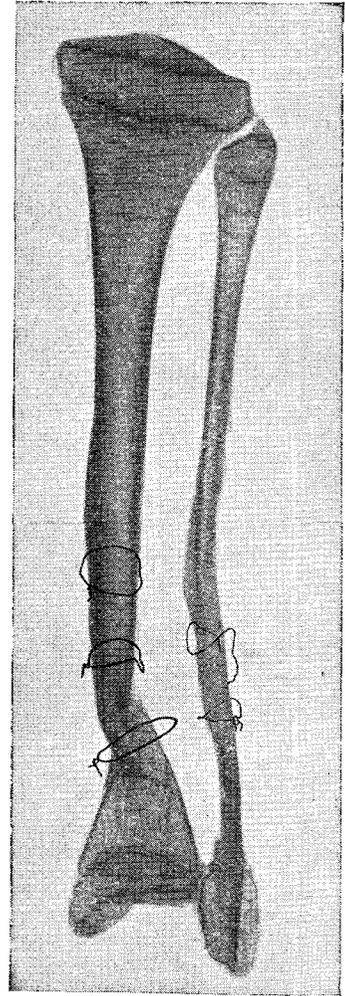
Рентгенограмма с мацерированных костей голени у той же больной. Отчетливо видна *полная* спайка трансплантата с костями
